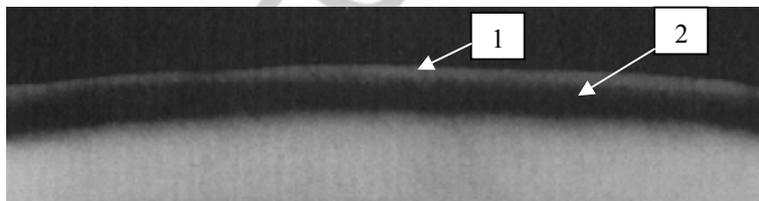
Микрорентгенограмма кариозного очага в эмали: 1 — поверхностный слой; 2 — подповерхностный слой
